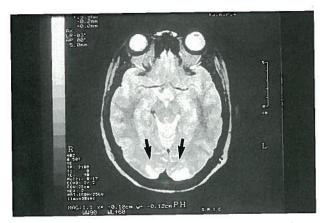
Imagem de Ressonância magnética (I.R.M.). Notar lesões com hipersinal em T2, subcorticais, bilaterais, de localização occipital
